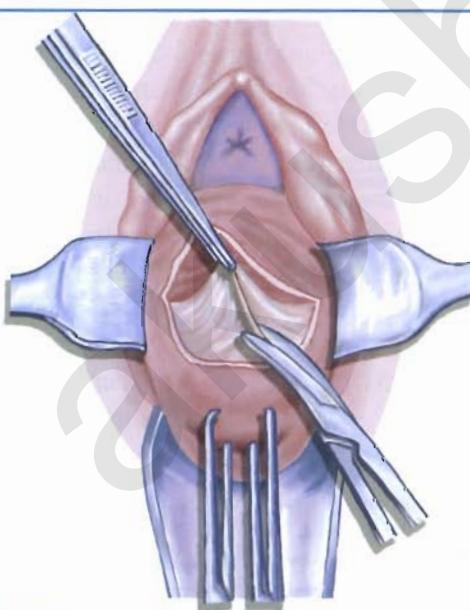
Начало отслойки мочевого пузыря от шейки матки. Пинцетом захвачен край влагалища. Ножницами рассекают натянутые волокна пузирно-влагалищной перегородки
